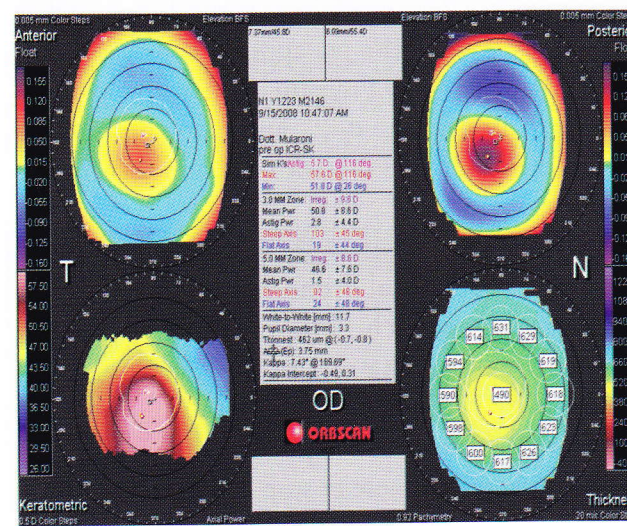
Tomografia preoperatoria esempio n°2
